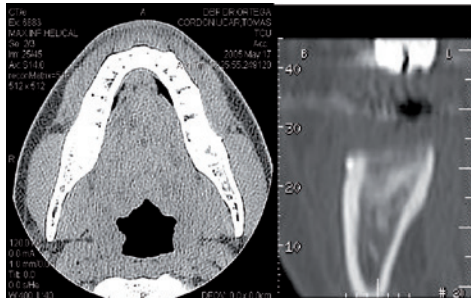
En el TC se observa un cuerpo extraño en la tabla ósea vestibular.
